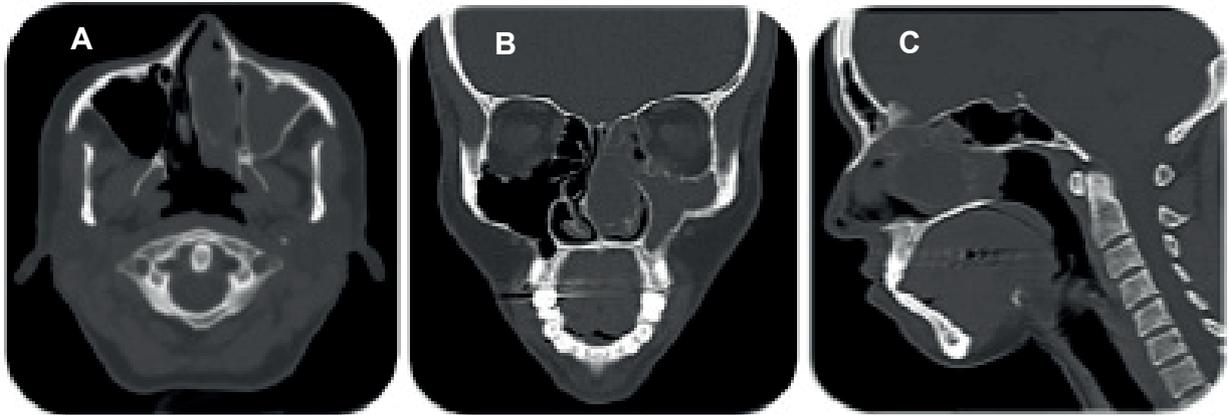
TAC de senos paranasales. Ocupación de material en tejidos blandos en el seno etmoidal y maxilar izquierdo; con obliteración del complejo osteomeatal izquierdo por concha bullosa izquierda ocupada por líquido y visualizada en un corte axial (A), coronal (B), sagital (C). Fuente: imágenes tomadas de la historia clínica del paciente.
